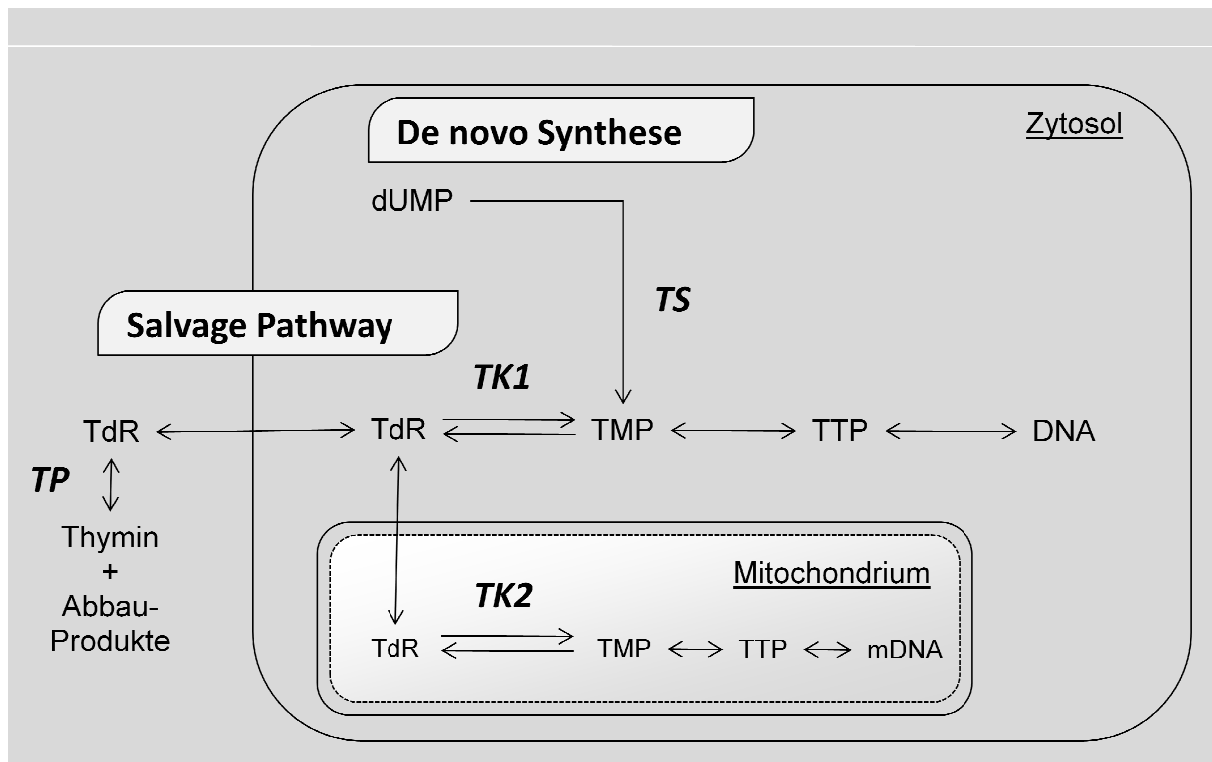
Normaler Thymidinmetabolismus in vereinfachter Darstellung (TdR = Thymidin, dUMP = Desoxyuridinmonophosphat, TMP = Thymidinmonophosphat, TTP = Thymidintriphosphat). Die Enzyme stehen in kursiver Schrift über den katalysierten Reaktionen: TS = Thymidinsynthetase, TK1 = Thymidinkinase 1, TK2 = Thymidinkinase 2, TP = Thymidinphosphorylase. Adaptiert nach Bading et al.⁴
